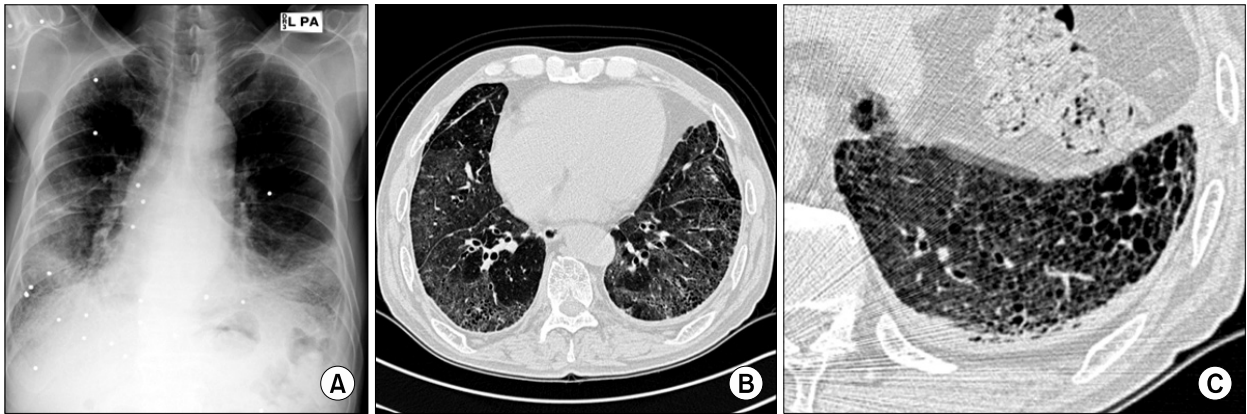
(A) In 10 month after, stopping prednisolone, chest X-ray shows ground glass opacity on both lower lobes. (B) HRCT shows diffuse ground glass opacity in both lung fields. Reticular opacities with traction bronchiectasis was improved compared with previous CT scan. (C) Early honeycombing is still remained in both lower lobes.
